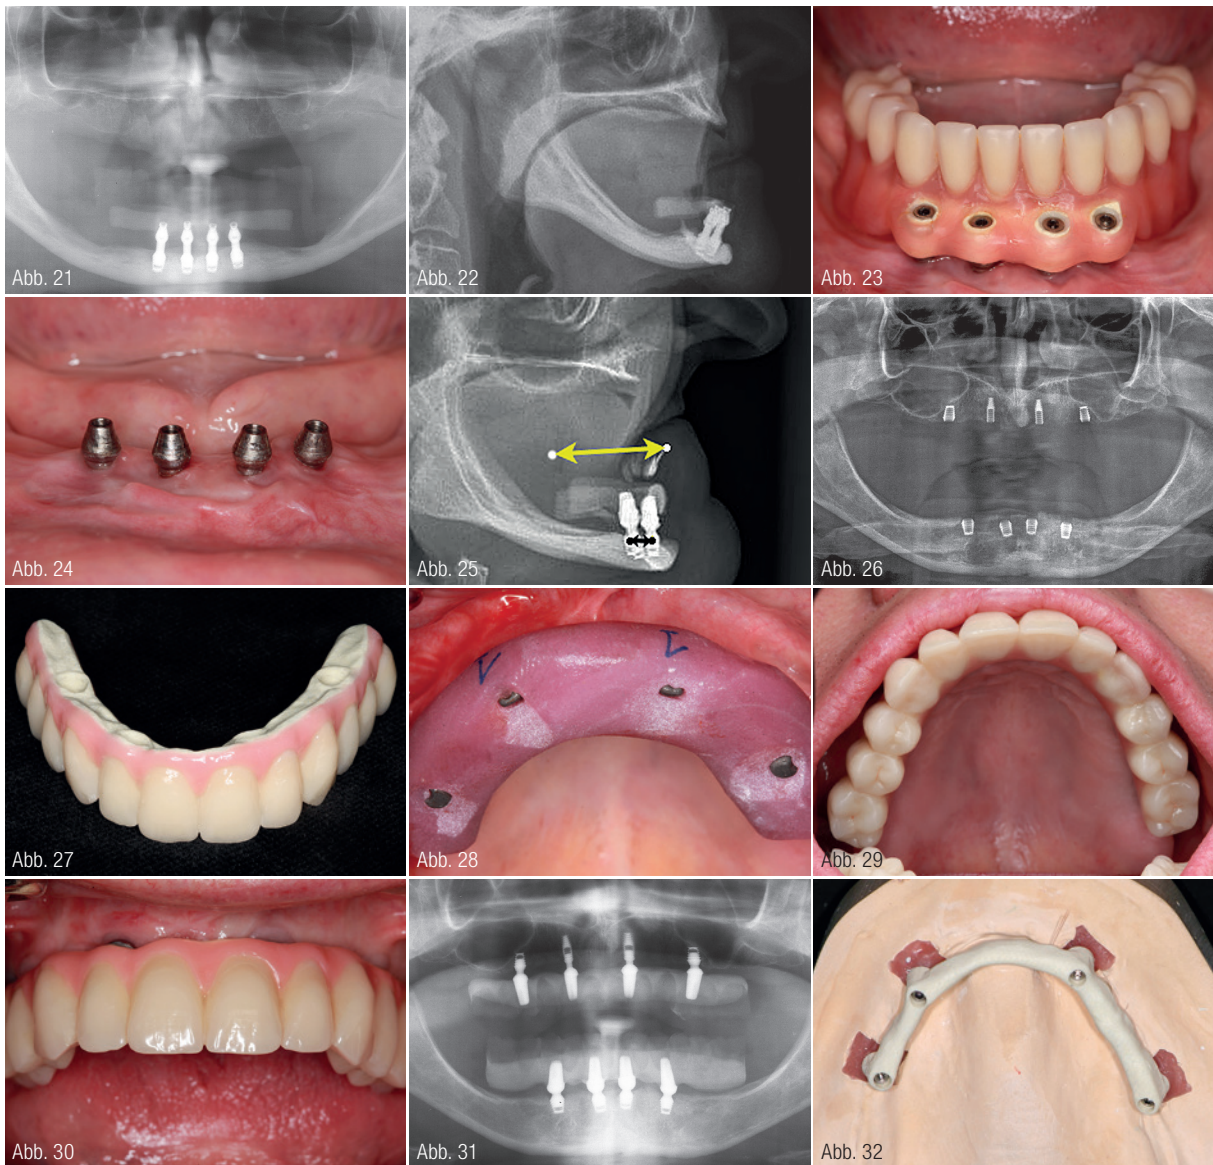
Panoramaschichtaufnahme einer 59-jährigen Patientin mit ausgeprägter UK-Atrophie (Klasse 4), versorgt mit vier 4,0 x 5,0 mm ultrakurzen Bicon Implantaten nach 64-monatiger Tragezeit. Abb. 22: Laterales Fernröntgenbild auf dem man die zu weit labial gekippten Implantate und die langen Freienden der Prothese erkennt. Abb. 23: Intraorale Aufnahme mit der Unterkieferprothese. Die Schrauben der Abutments mussten vor die Zähne positioniert werden, wodurch sich die Zähne alle im Freien befinden. Die Aufnahme entstand nach 64-monatiger Tragezeit. Abb. 24: Intraorale Aufnahme mit den vier Abutments und reizloser periimplantärer Schleimhaut nach 64-monatiger Tragezeit. Abb. 25: Laterales Fernröntgenbild mit eingezeichneten Strecken der Implantatlänge im Vergleich zur Brückenspanne (Freiend). Abb. 26: Panoramaschichtbild eines 69-jährigen Patienten mit extremer OK-Atrophie (Klasse 4). Zustand nach Insertion von zwei 3,0 x 8,0 mm Bicon Implantaten in der Front und zwei 4,0 x 5,0 mm ultrakurzen Bicon Implantaten im Prämolarenbereich. Abb. 27: Frontokraniale Ansicht einer zwölfstelligen metallfreien TRINIA™ Prothese. Abb. 28: Intraorale Ansicht einer Positionierungsschiene, die bei der Abutmentpositionierung hilfreich ist. Abb. 29: Intraorale Spiegelaufnahme der zwölfgliedrigen Prothese mit nicht bedecktem hartem Gaumen. Abb. 30: Intraorale Situation der OK-Prothese nach 39-monatiger Tragezeit. Abb. 31: Panoramaschichtaufnahme mit inkorporierter Oberkieferprothese nach 39-monatiger Tragezeit. Abb. 32: Schraubenfixiertes TRINIA™ Gerüst auf dem Gipsmodell.
